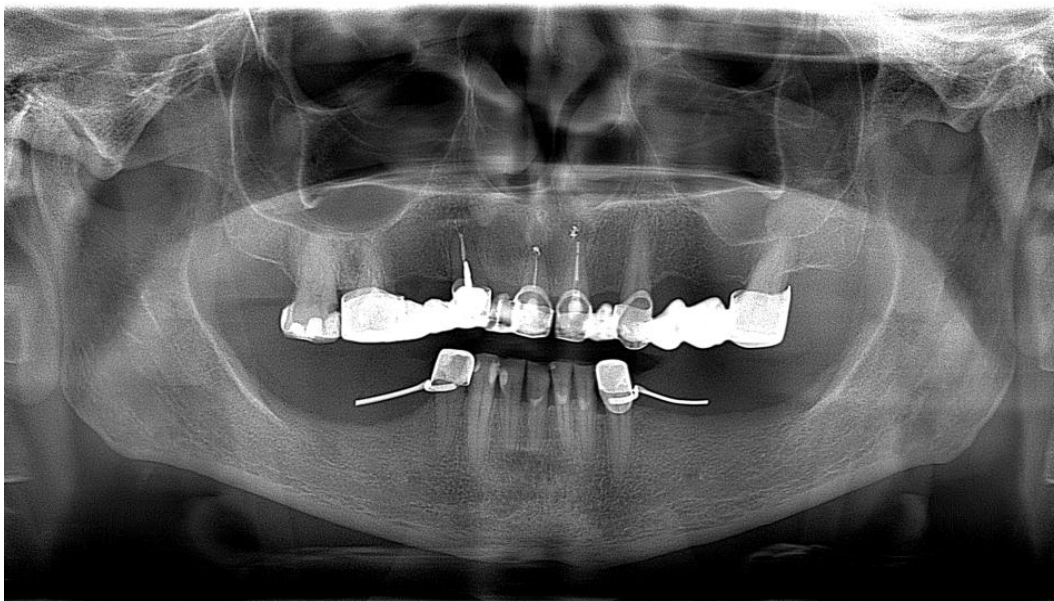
Ортопантомограма пацієнта К.Т. 54 роки, медична карта 1/40106. Діагноз: ІХС, стенокардія ФК ІІ. Генералізований пародонтит початковий-І ступінь, хронічний перебіг. Резорбція міжальвеолярних перегородок $<1/2$ довжини коренів зубів.
